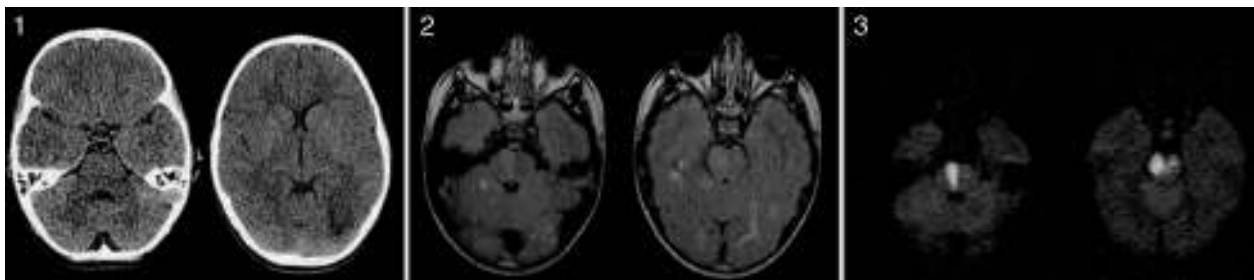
A) TC craneal simple urgente con protocolo de baja dosis que muestra pequeña lesión hipodensa subcortical occipital (adyacente al asta occipital del ventrículo lateral izquierdo), sin otros hallazgos significativos. B) Resonancia magnética cerebral; secuencia FLAIR axial en la que se observan lesiones hiperintensas compatibles con lesiones isquémicas en la protuberancia y en la sustancia blanca de los lóbulos temporal y occipital. C) secuencia axial potenciada en difusión b 1.000 que confirma la presencia de lesión isquémica aguda en la protuberancia, con marcada restricción de la difusión. Las lesiones occipital izquierda y temporal derecha no se muestran hiperintensas en la secuencia de difusión debido a su mayor tiempo de evolución.
